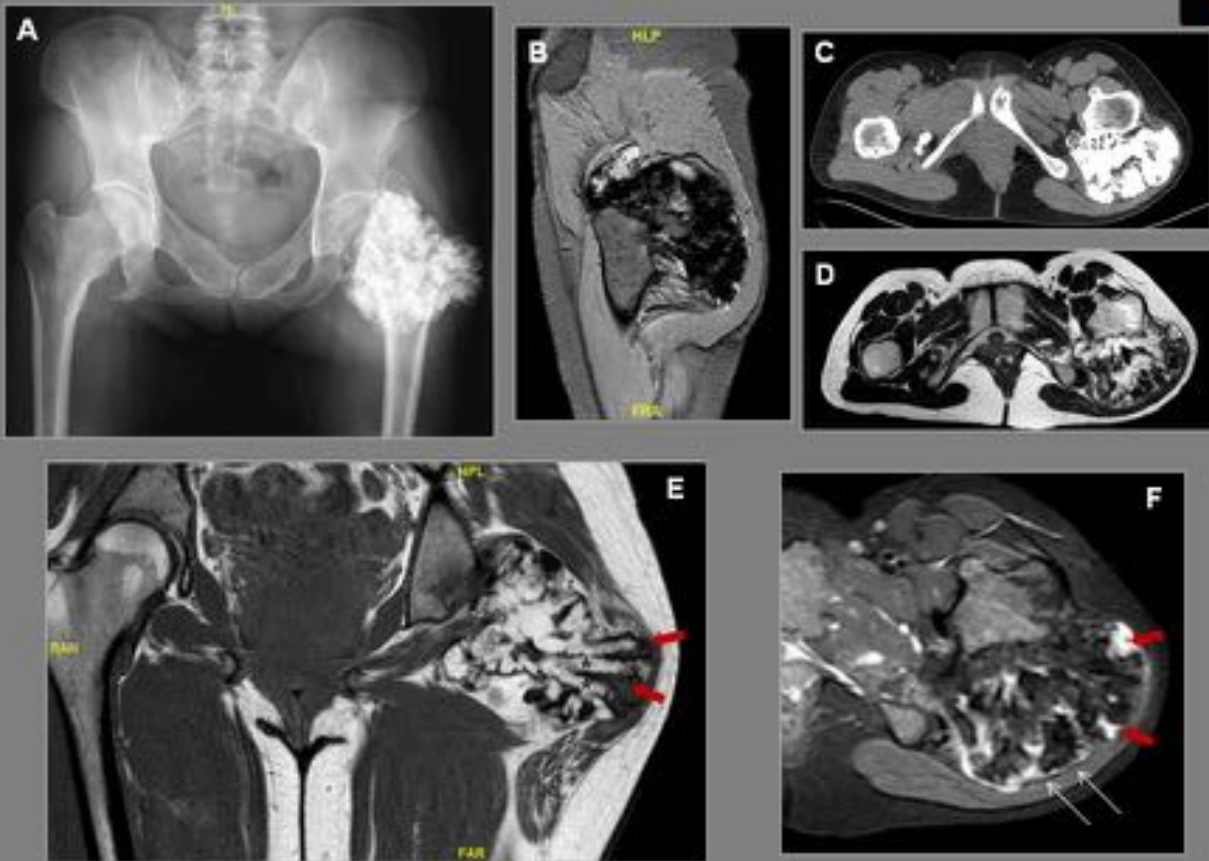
A. Radiografía de pelvis con gran osteocondroma calcificado dependiente del cuello femoral izquierdo. B. La TC muestra la abundante y compacta osificación de la lesión. C, D, E, F. La RM muestra imágenes tubulares de médula ósea grasa (*) entre las que se interpone tejido de señal intermedia en T1 y alta en secuencias sensibles al agua en relación con cartílago (flechas rojas). La lesión está parcialmente contenida por el pericondrio (flechas finas)
